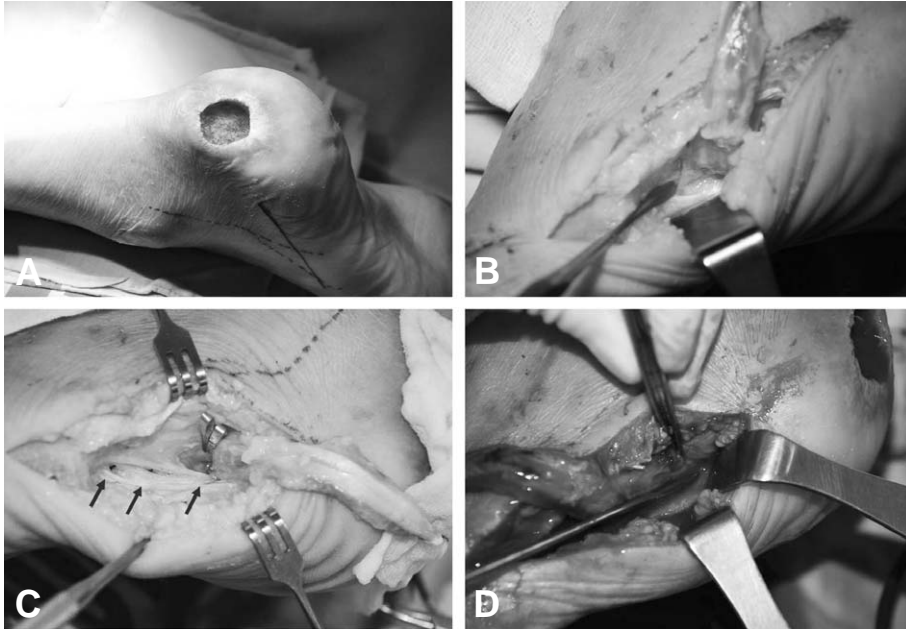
(A) Curettage and debridement of calcaneus was done. Look the incision line and mark of minor pedicles with doppler sonogram. (B) The abductor digiti minimi muscle was harvested in distal to proximal direction. (C) The three minor vascular pedicle was shown and (D) the major proximal vascular pedicle was tested with intraoperative doppler sonogram.
